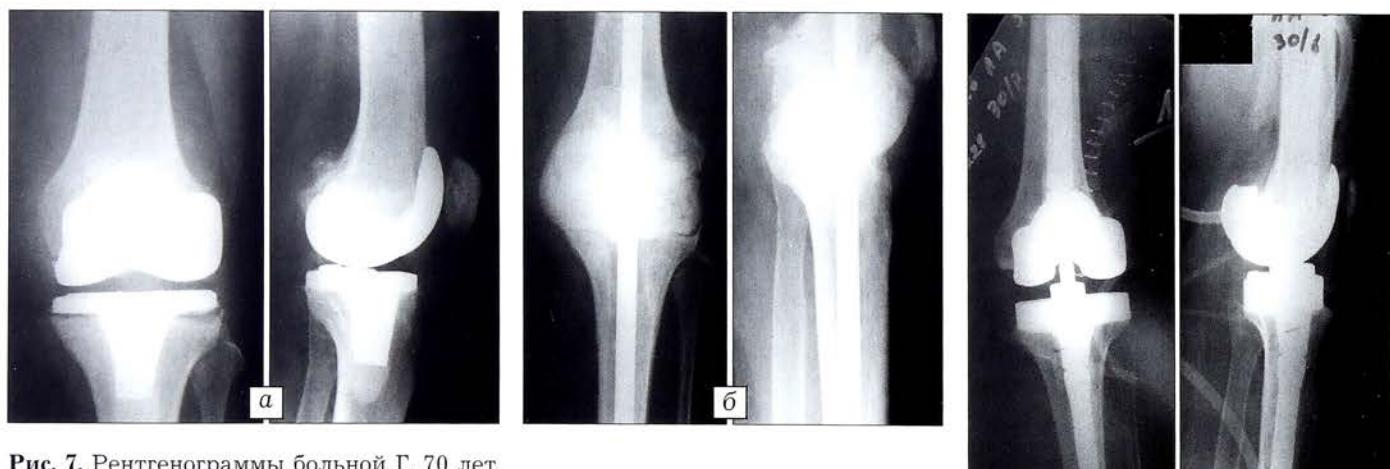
Рентгенограммы больной Г. 70 лет.
